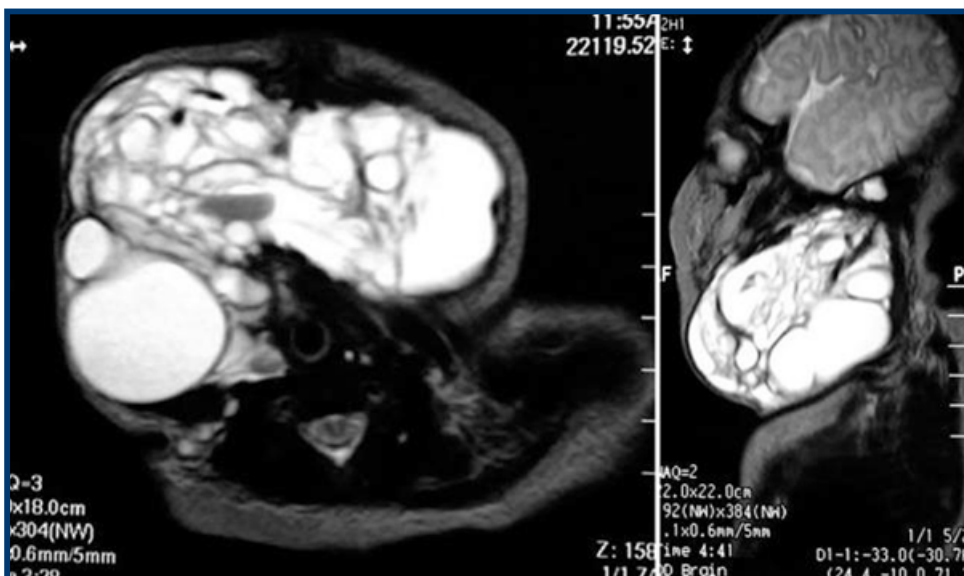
Imagen de resonancia magnética con malformaciones linfáticas macrosquísticas.
